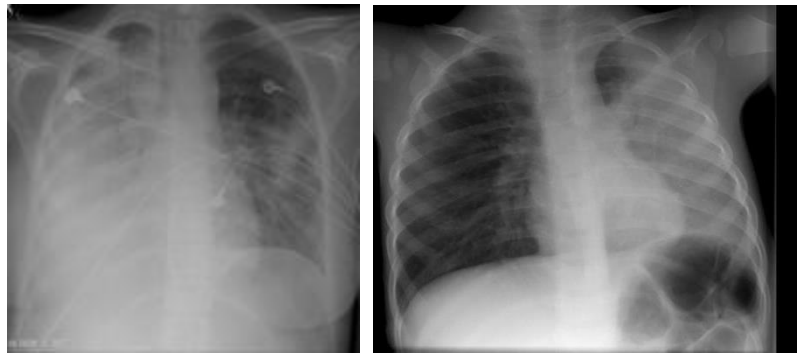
Radiografi toraks Bronkhiektasis
